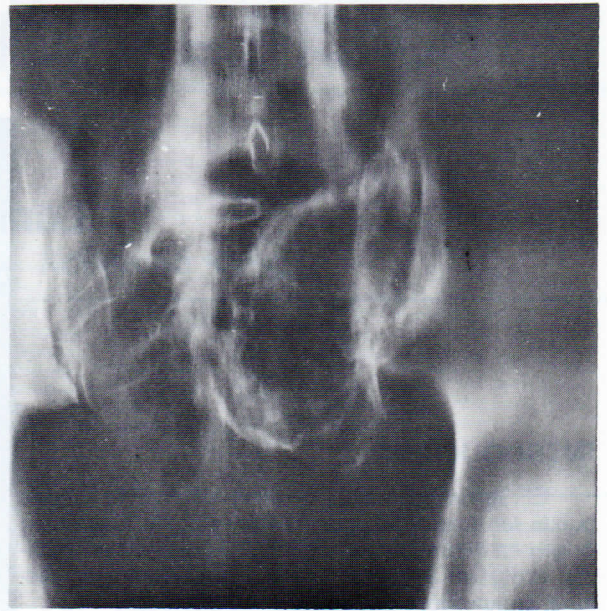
Tomografía convencional de 9o. mes de tratamiento. No se evidencian modificaciones en el tamaño pero se observan elementos de neoformación ósea intratumoral.
